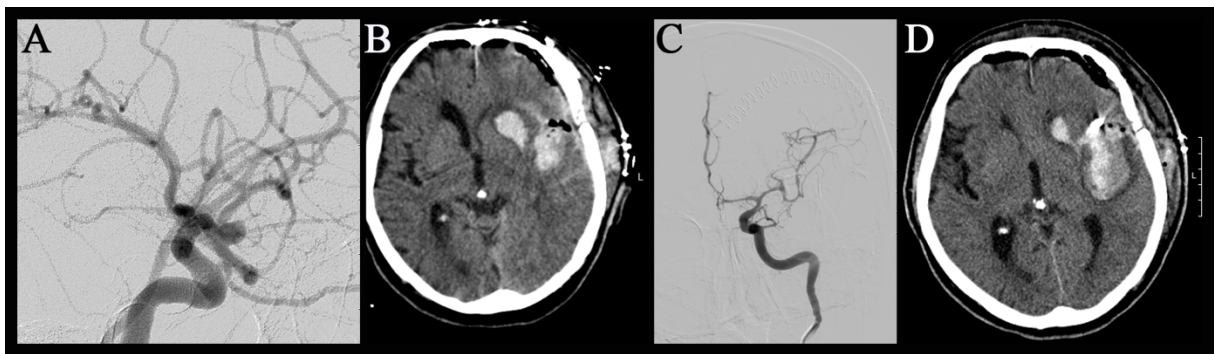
Beispiel periprozeduraler Komplikationen des Clippings; Fall eines 66-jährigen Patienten mit inzidentellem Mediaaneurysma mit einem maximalen Durchmesser von 5,5mm und einer Halsweite von 2,5mm; A: präoperative Angiographie; B: native cCT am 1. postoperativen Tag: 2,7x1,8 cm messende ICB links lateral des Striatums. Die Region der Stammganglien wird nach medial verlagert und der linke Seitventrikel wird pelottiert. Diskreter Mittellinienshift nach rechts. Postoperative Luftansammlung; C: Vasospasmen der Arteria carotis interna am 2. Postoperativen Tag; D: native CT am 2. Postoperativen Tag: neu aufgetretene zweite 50x35mm messende ICB links temporal. Linkshemisphärische Hirnschwellung und Einengung der äußeren Liquorräume ohne Zirkulationsstörung. SAB links auch in die Inselzisterne;
